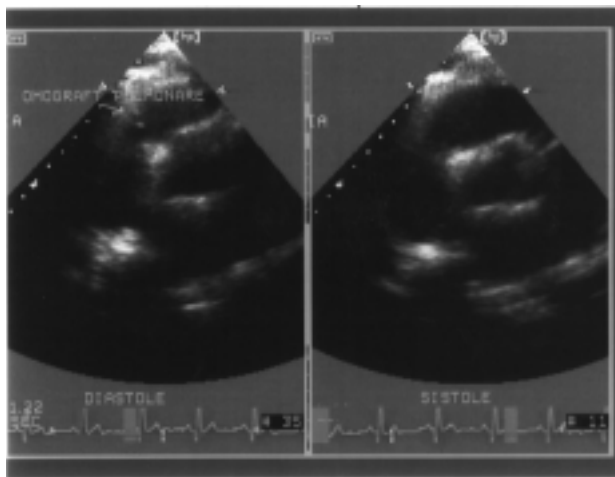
Immagine dell'arteria polmonare, in asse corto parasternale alto, utilizzando la tecnica della seconda armonica. A sinistra l'immagine è in sistole, a destra in diastole. Si osserva la netta riduzione di calibro (23 mm) rispetto al preoperatorio.
